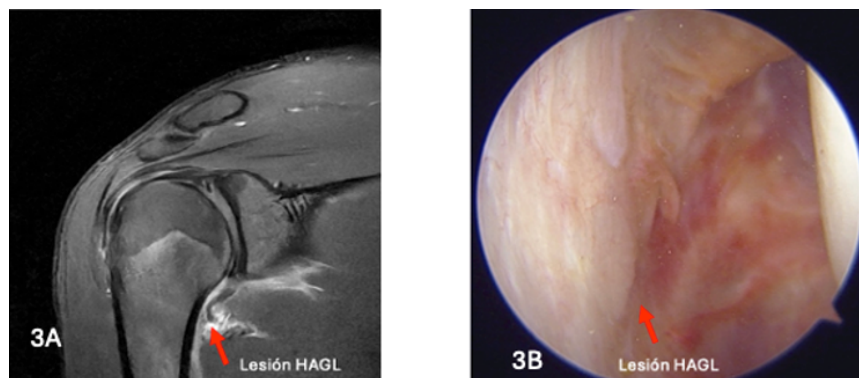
Fig.3.A corte coronal de Resonancia magnética DP y saturación grasa que muestra lesión de HAGL. Fig. 3B imagen de lesión HAGL bajo visión artroscópica.
